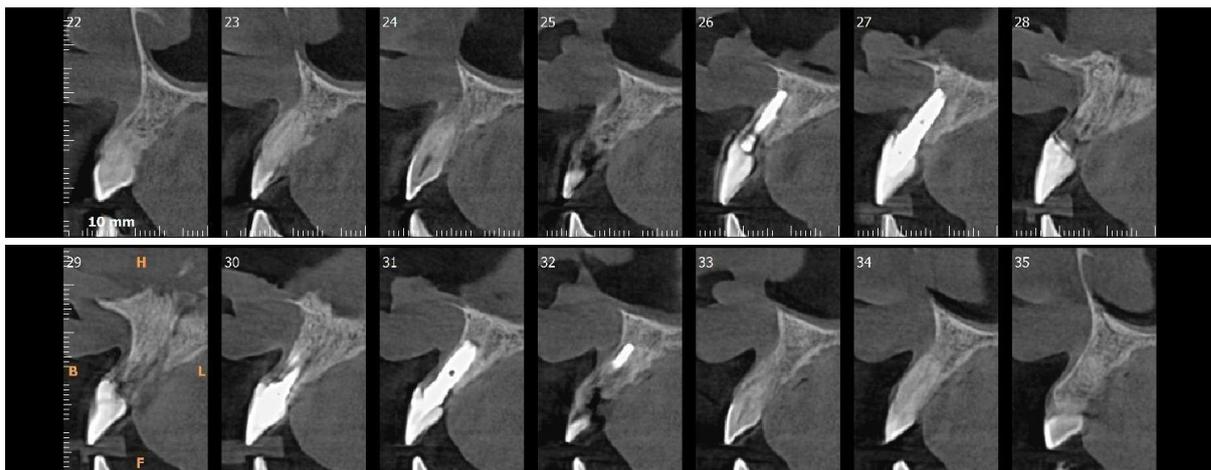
Tomografia do paciente.
